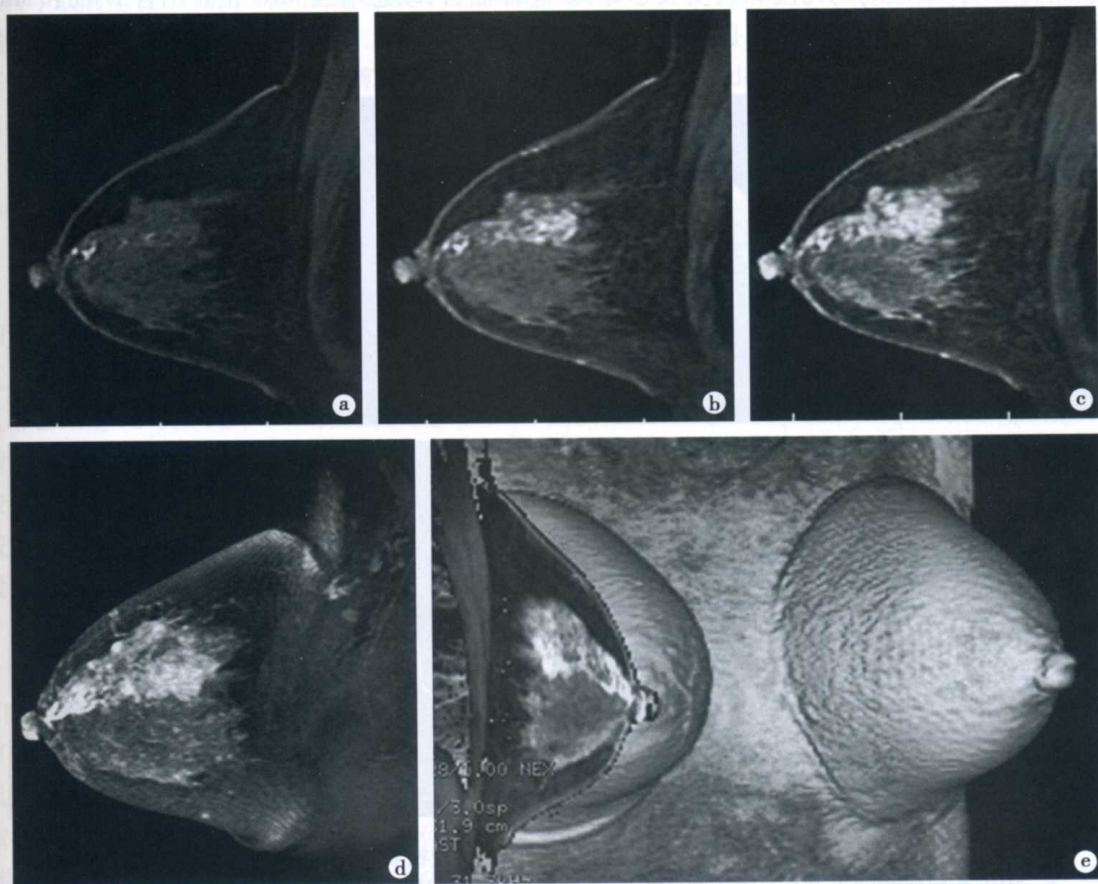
右乳腺导管原位癌 MRI 表现(见彩插)
